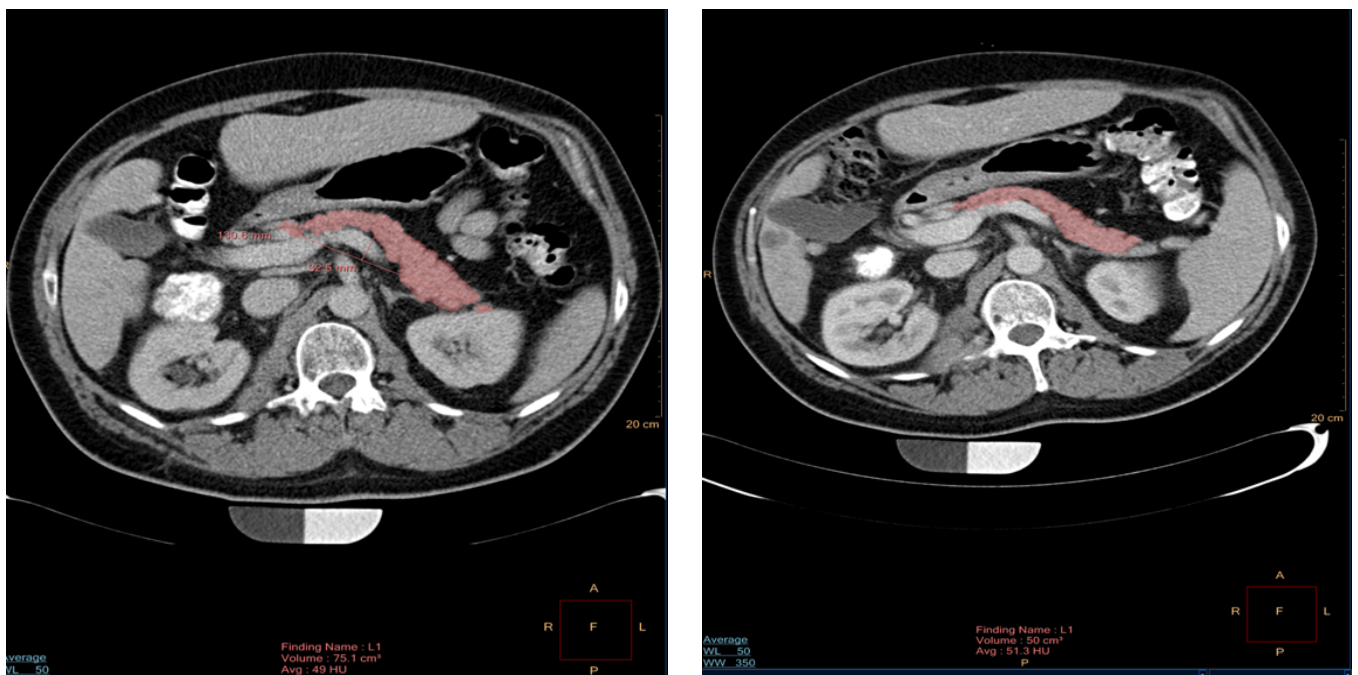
CT-Abdomen vor und nach Therapie mit Sorafenib – Pankreas eingefärbt
